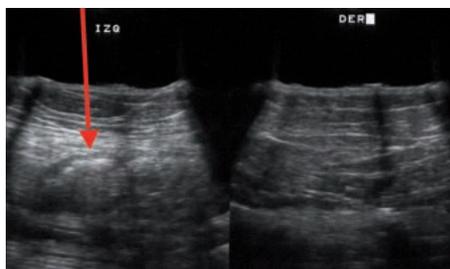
Ecografía de una hernia traumática lumbar inferior. El estudio bilateral facilita la localización de la hernia grasa.
